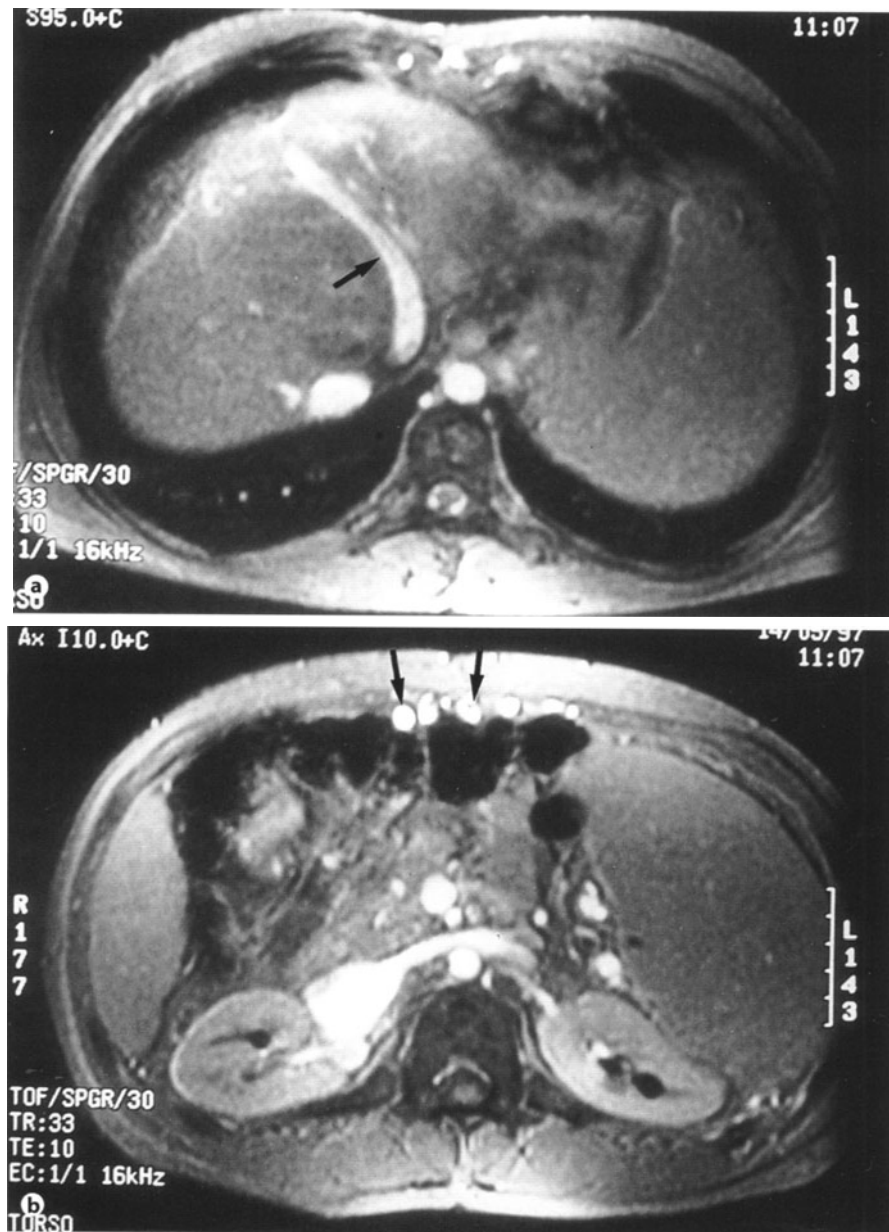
a,b. Magnetresonanztomographie. Flusssensitive axiale „Time-of-flight-Sequenzen“. a Im Rahmen einer portalvenösen Hypertension rekanalisierte V. umbilicalis (Pfeil). b Abfluss der V. umbilicalis (gleicher Patient wie Abb. 37.6a) über mehrere tiefe Bauchwandkollateralen (Pfeile)
